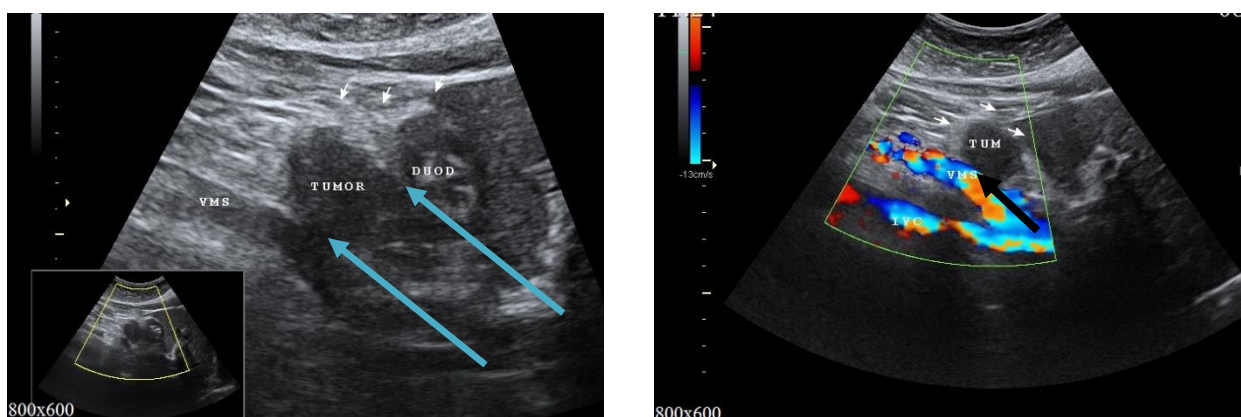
Пациентка Б., 60 лет. А. УЗИ органов брюшной полости. Контакт опухоли с верхней брыжеечной веней и ДПК. Б. Дуплексное сканирование сосудов брюшной полости. УЗ-признаки инвазии конfluence воротной вены опухолью.
